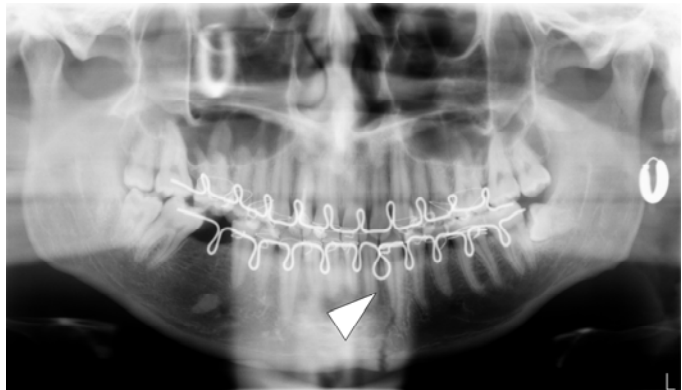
Рентгенограма зламу нижньої щелепи у хворого Н., 22 років, по закінченні репозиції відламків
